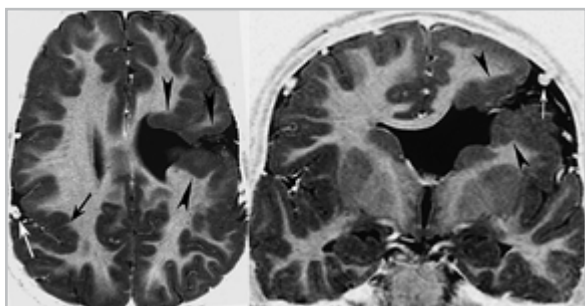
МРТ в аксиальной и коронарной проекциях. Больная А., 3 года. Левосторонняя шизэнцефалия с «открытыми губами». Аксиальный рисунок: наличие выраженных диспластических изменений кортикальной пластинки в перисильвиарных регионах
